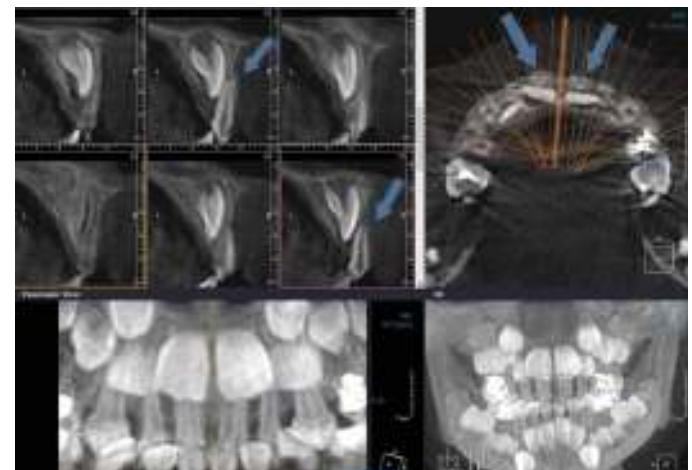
Первичный интерфейс панорамной томограммы фронтального отдела зубного ряда верхней челюсти в режиме проекции пикселей с максимальной интенсивностью (MIP)
